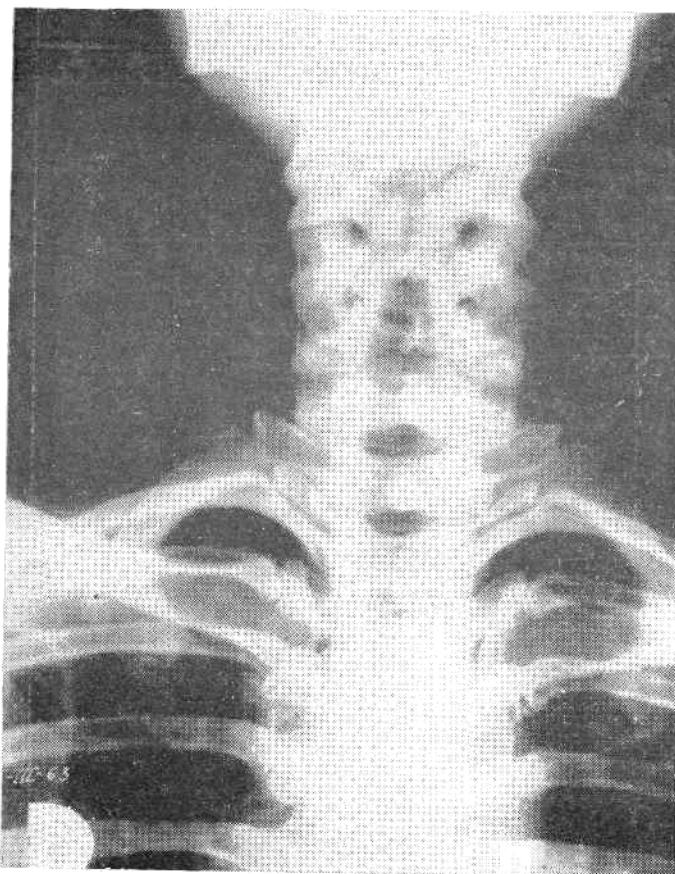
«—Radiografía anteroposterior, Osteofitosis entre C6 y C7
